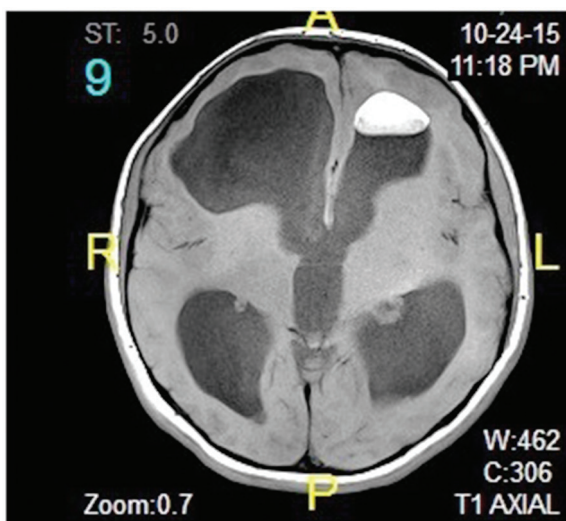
Lesion located in the frontal horn of the left lateral ventricle, which was hypointense on T2 weighted magnetic resonance imaging
